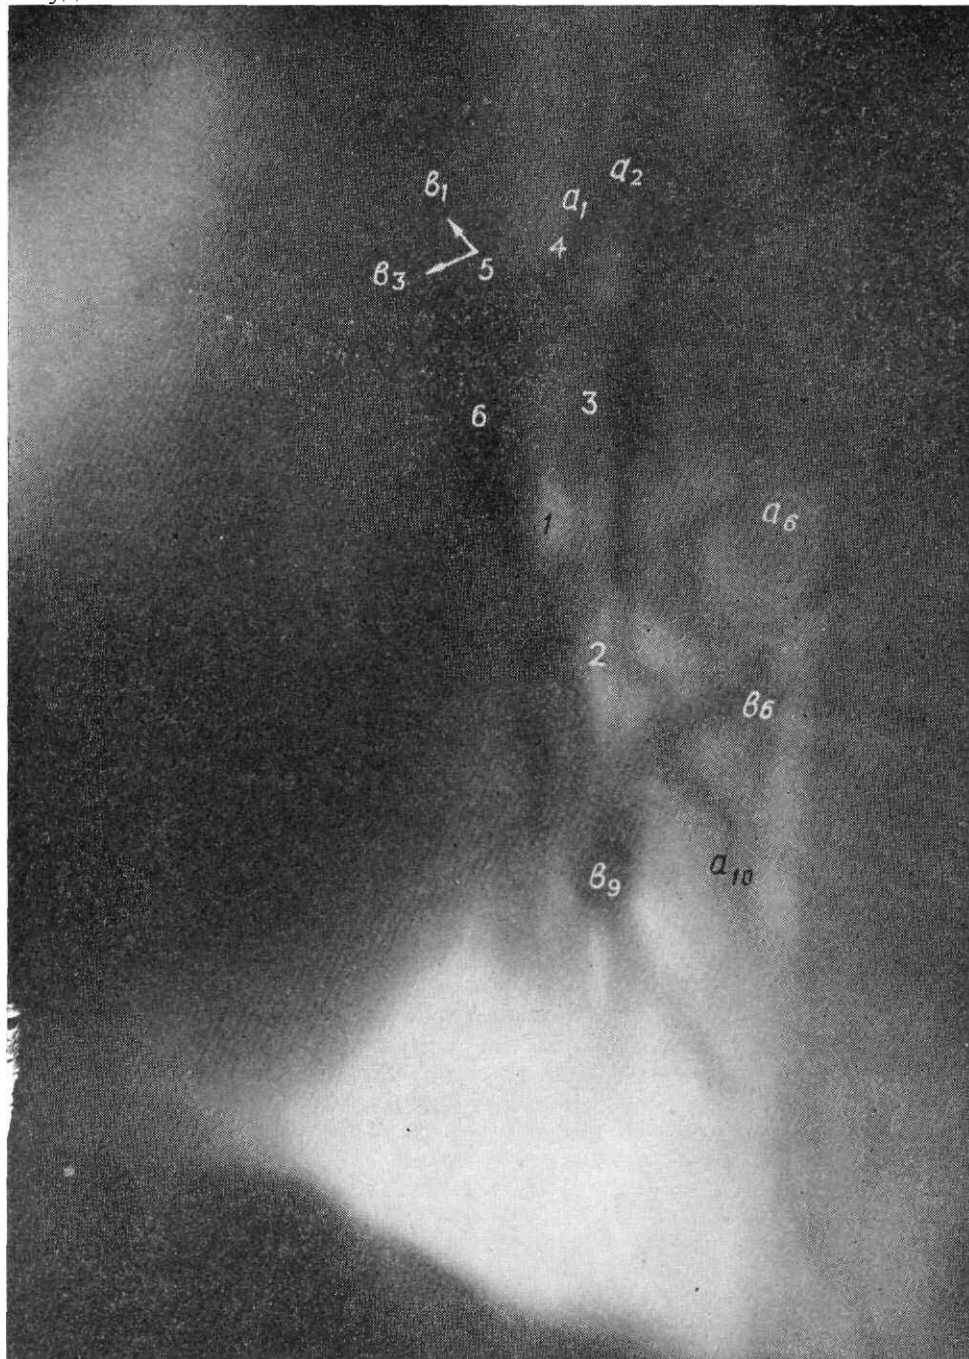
Томограмма корня левого легкого в боковой проекции.
